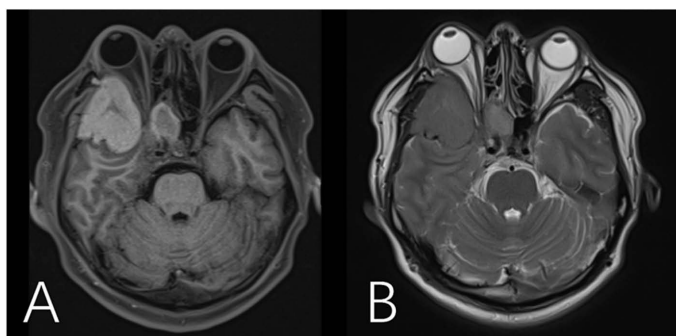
Preoperative brain MRI shows iso- or slightly hyperintense signal on T1-weighted imaging (A) and iso-intense signal on T2-weighted imaging (B)
